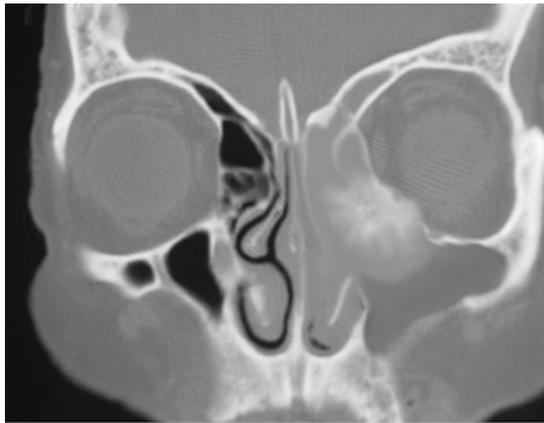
Tomografía axial computada simple.
